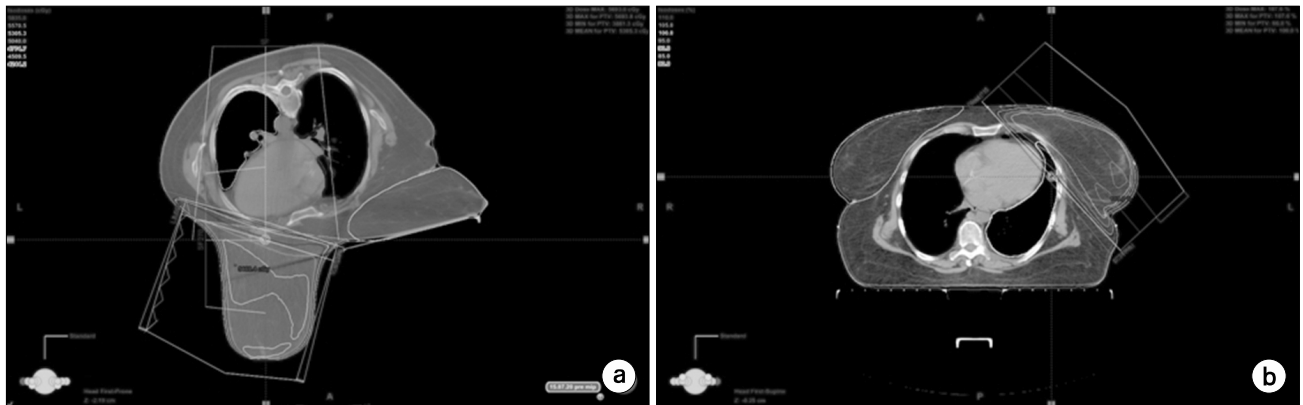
CT image of the patient; (a) Prone (b) Supine.
